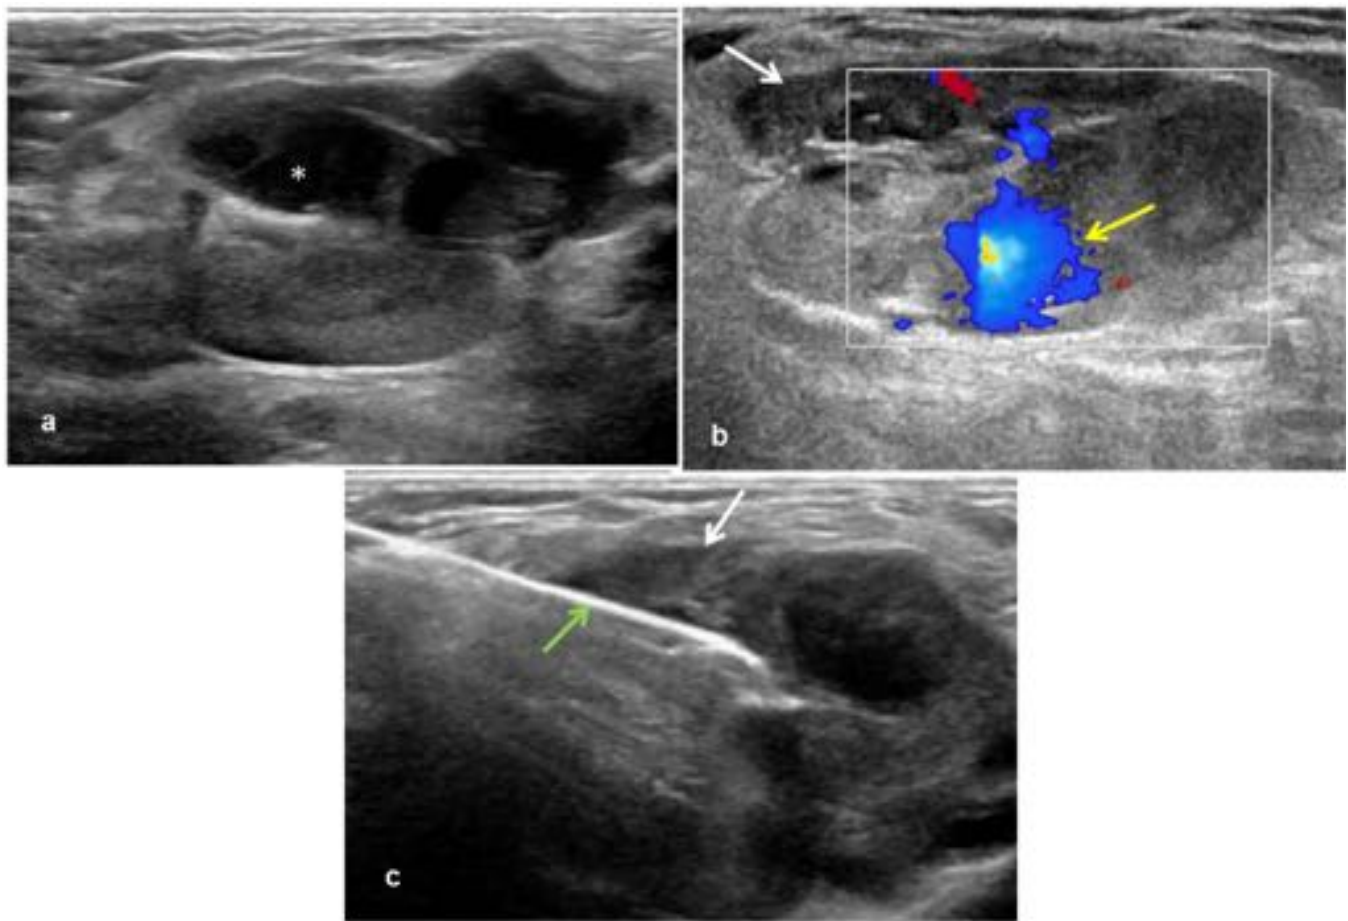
Ecografía en modo B (a y c) y Doppler (b). Masa de partes blandas (flecha blanca) localizada en tejido celular subcutáneo, de ecogenicidad heterogénea, contornos lobulados, con presencia de áreas quísticas (asterisco) y elementos vasculares (flecha amarilla). Al no poder descartar lesión maligna de origen vascular por su rápido crecimiento se realizó biopsia de la lesión (flecha verde en imagen c)
